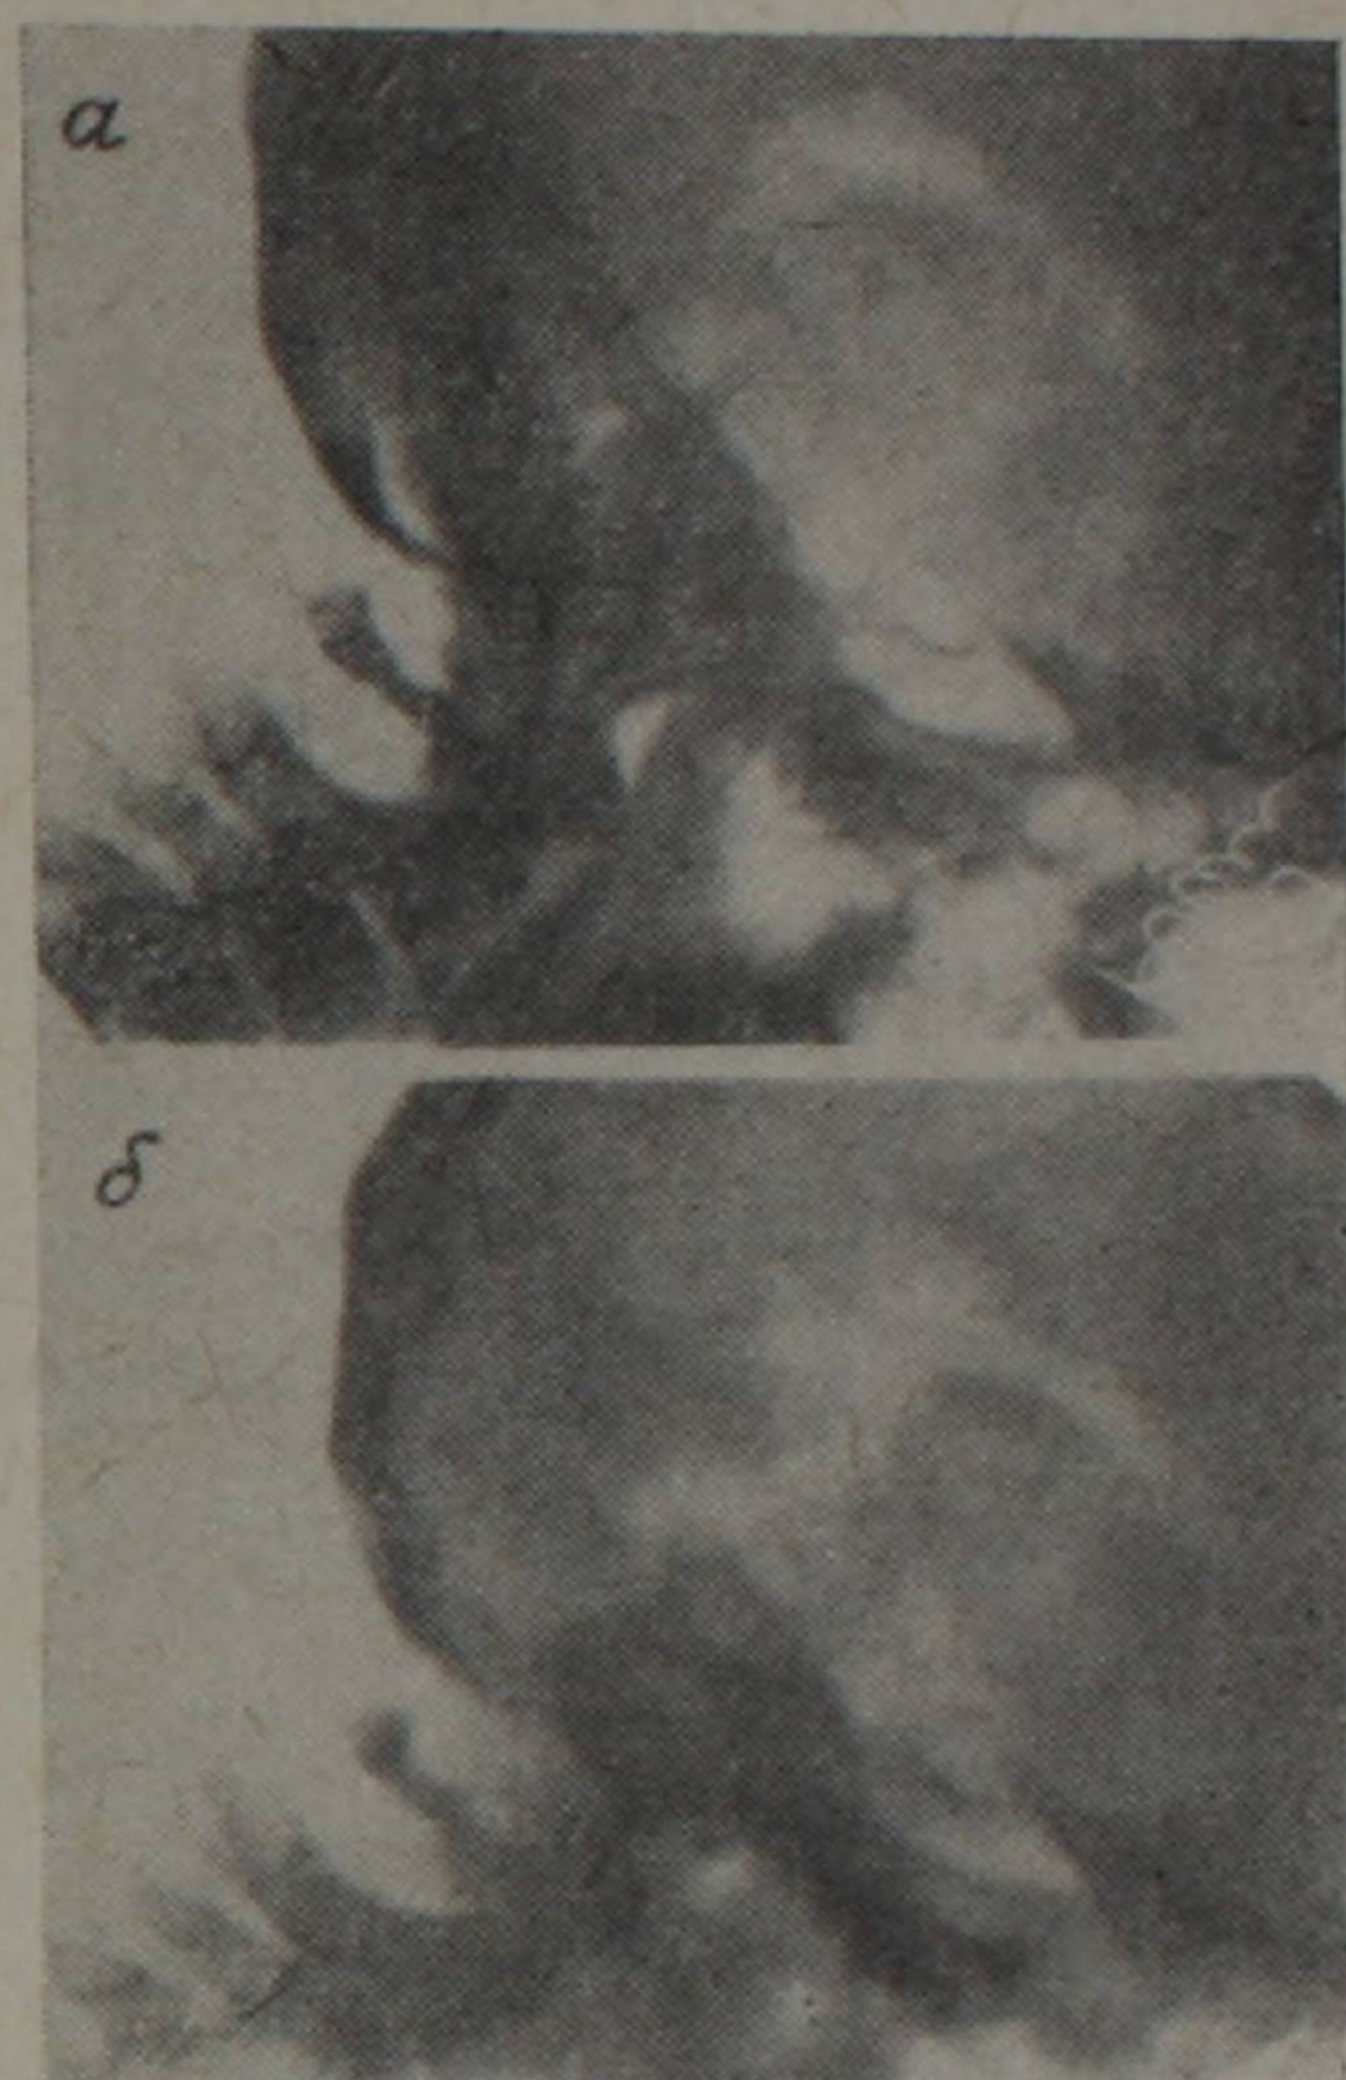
а — боковая пневмоэнцефалограмма в вертикальном положении больного. Нечетко контурируется четвертый желудочек из-за наложения ячеек сосцевидных островков. б — то же наблюдение. Аутотомограмма. Получено четкое изображение четвертого желудочка.
